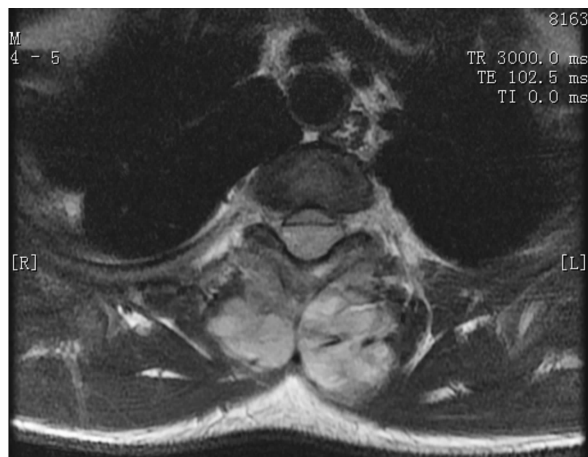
椎体旁骨外 Ewing 肉瘤的 MRI 影像学表现
